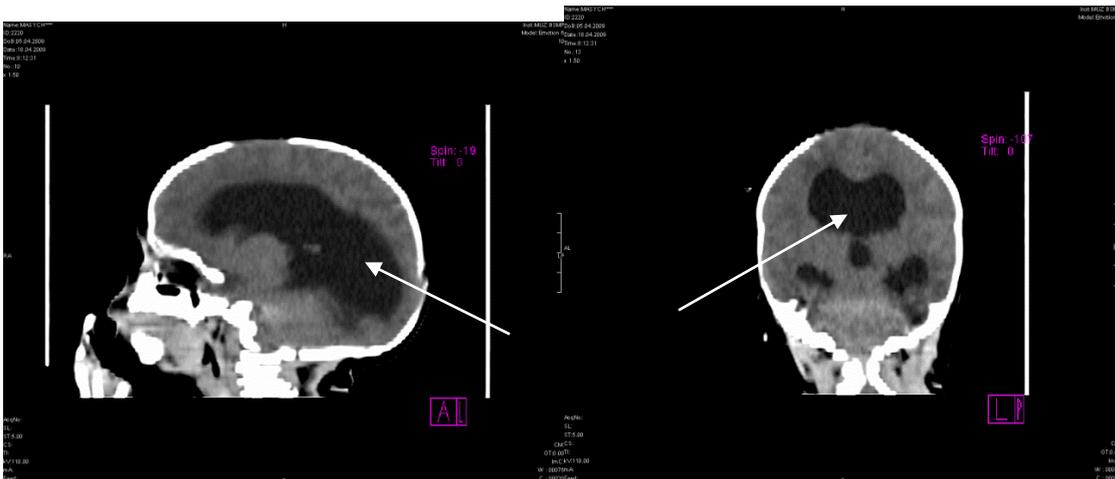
КТ головного мозга ребенка с аномалией синдрома Арнольда-Киари (II тип), осложнившейся окклюзионной гидроцефалией (стрелки – это расширенные боковые и III желудочки головного мозга, IV желудочек не расширен).
